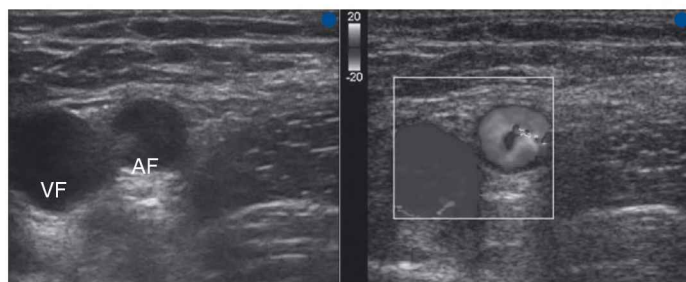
Imagem ultrassonográfica (incidência transversal) da veia femoral (VF) e artéria femoral (AF) na região inguinal esquerda. A imagem à direita identifica a VF (cor azul) e a AF (cor vermelha) usando modo Doppler colorido de US. A legenda de cores indica a designação direcional da cor para a imagem de Doppler colorido. Os pontos azuis marcam a lateral de cada imagem. (Esta imagem pode ser vista em cores no Apêndice 4, página 977.)
